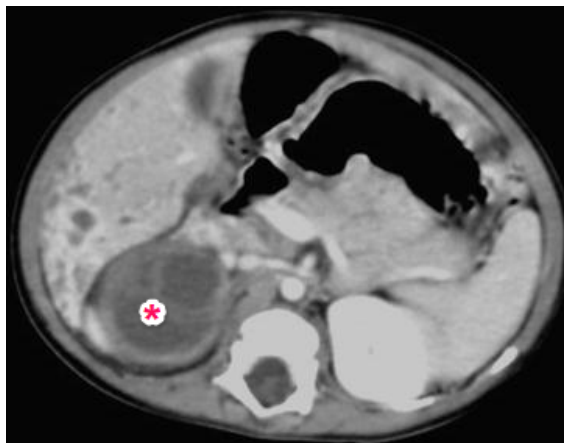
TDM en coupes axiales avec injection de produit de contraste : masse rénale droite (étoile) de densité hétérogène associée à des petites lésions hypodenses se rehaussant en périphérie localisées au niveau du foie droit : néphroblastome droit avec métastases hépatiques : Stade 4.
